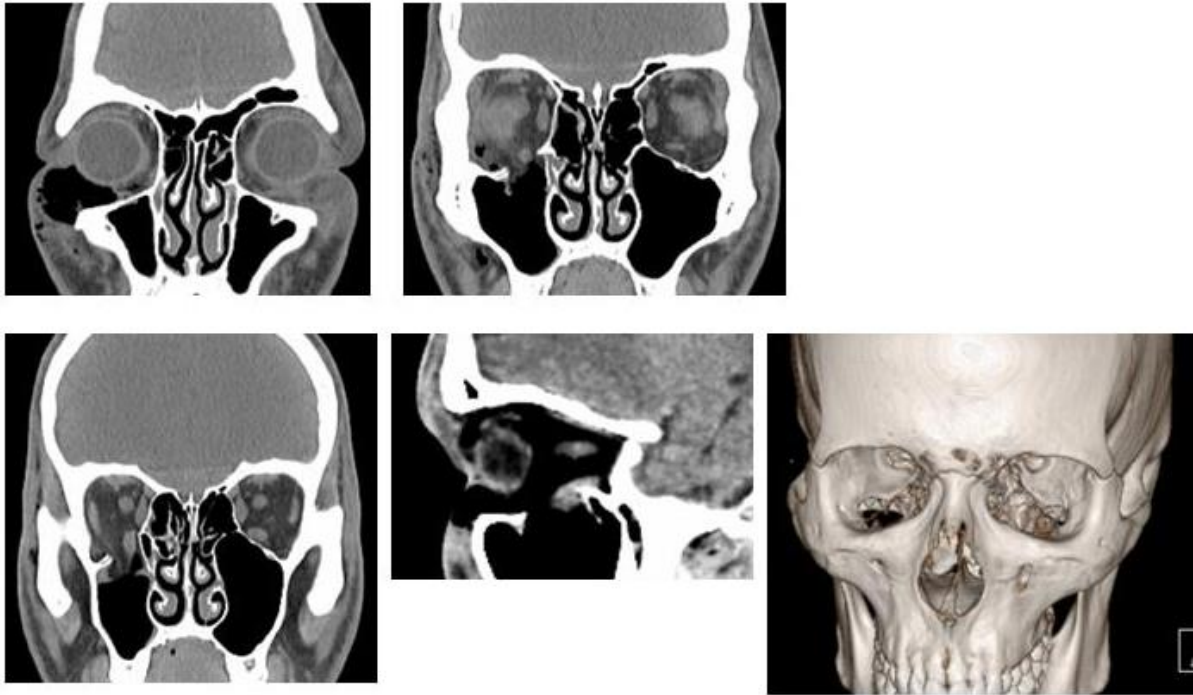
Koronarna CT rekonstrukcija prijeloma dna orbite u pacijenta F.M., starog 70 g., ozlijeđenog pri padu s bicikla. Pacijent navodi dvoslike pri pogledu gore a klinički je evidentno zaostajanje bulbusa.
